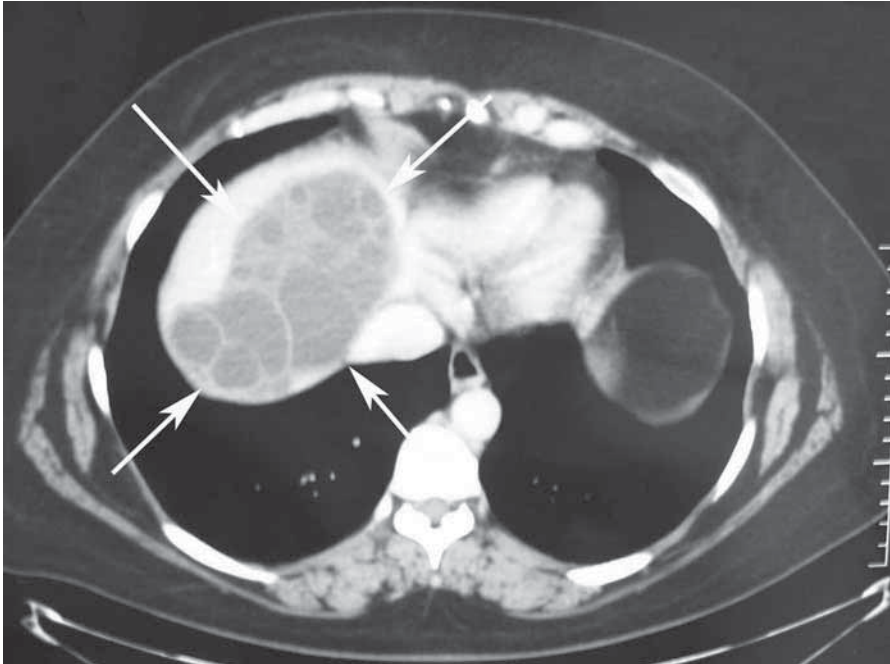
Olgu 2' nin bilgisayarlı tomografi görüntüsü.
